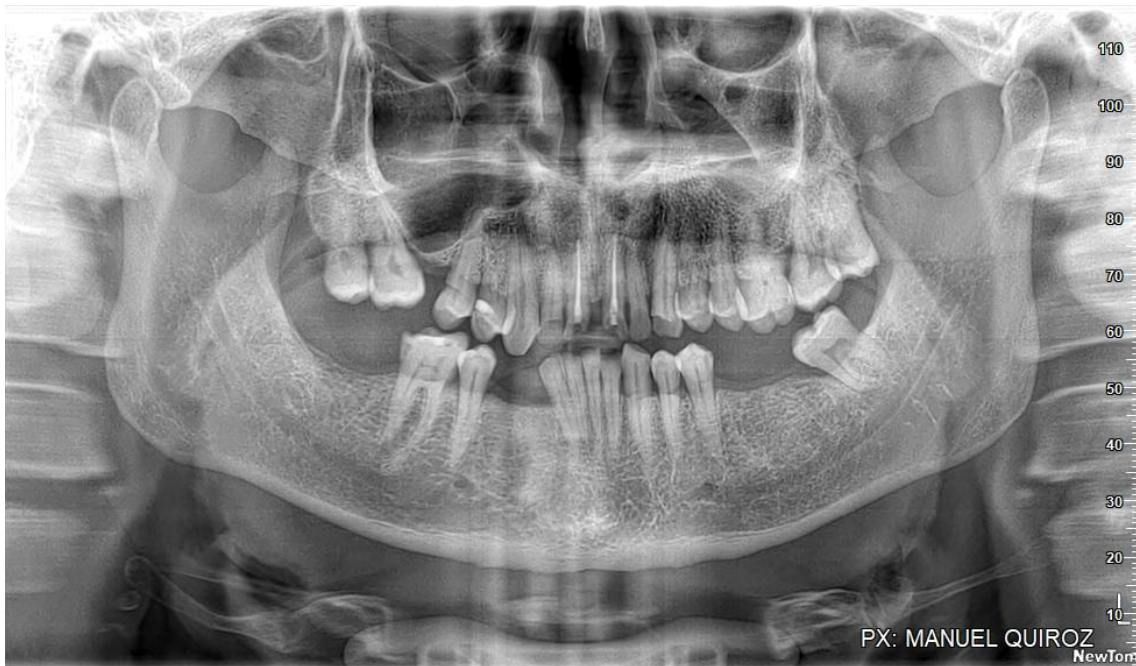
Ortopantomografía inicial. Fuente: Zambrano, 2025
